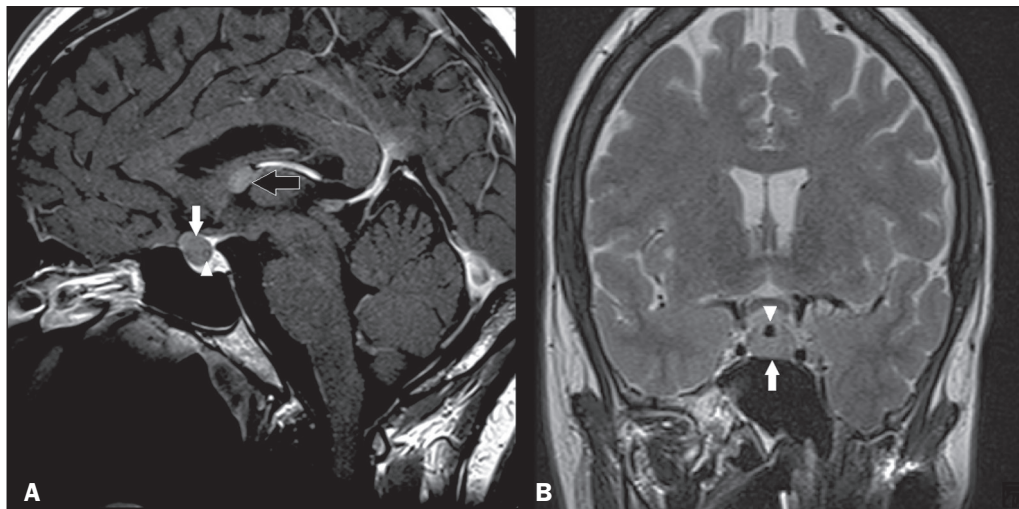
Cisto da bolsa de Rathke. RM sagital T1 pós-contraste (A) e T2 coronal (B) demonstrando lesão expansiva cística selar com discreta extensão supraselar, sem realce pelo meio de contraste (seta branca). Notar, ainda, pequeno nódulo intracístico (cabeça de seta), bem como cisto colóide no terceiro ventrículo (seta preta).
